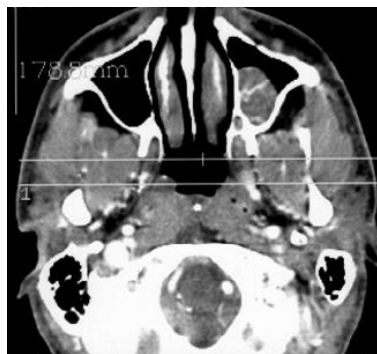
Tomografia computadorizada (corte axial), evidenciando acometimento do seio maxilar esquerdo.
